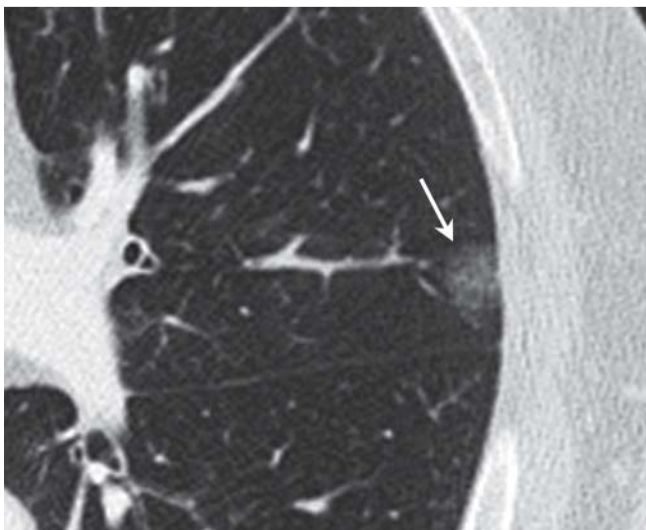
CT mit Milchglasherdd im linken Oberlappen (Pfeil).
